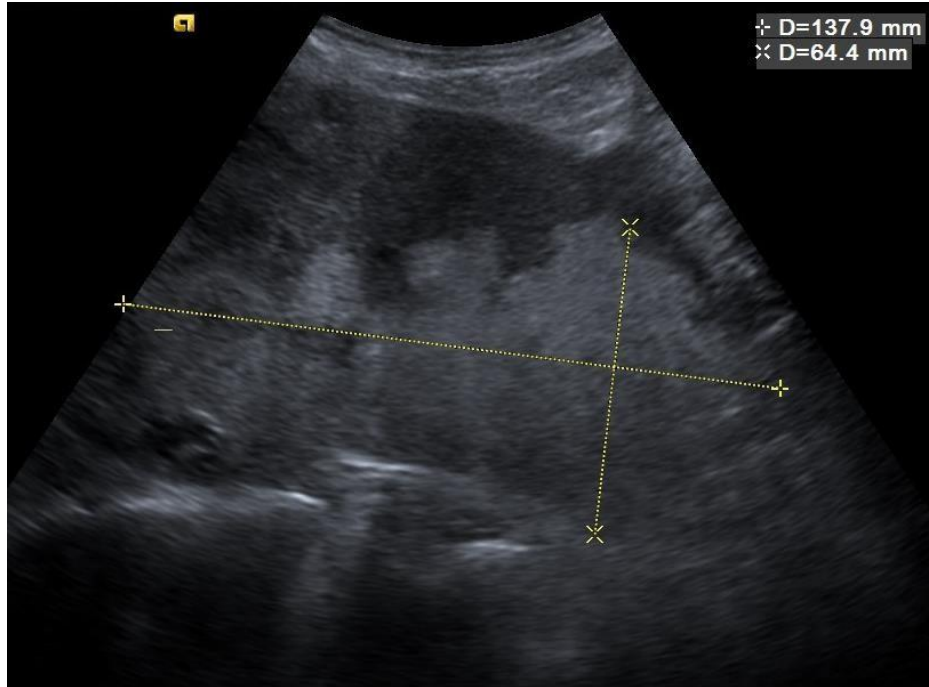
УЗИ печени, сегментарный стеатоз размерами 138×64 мм
